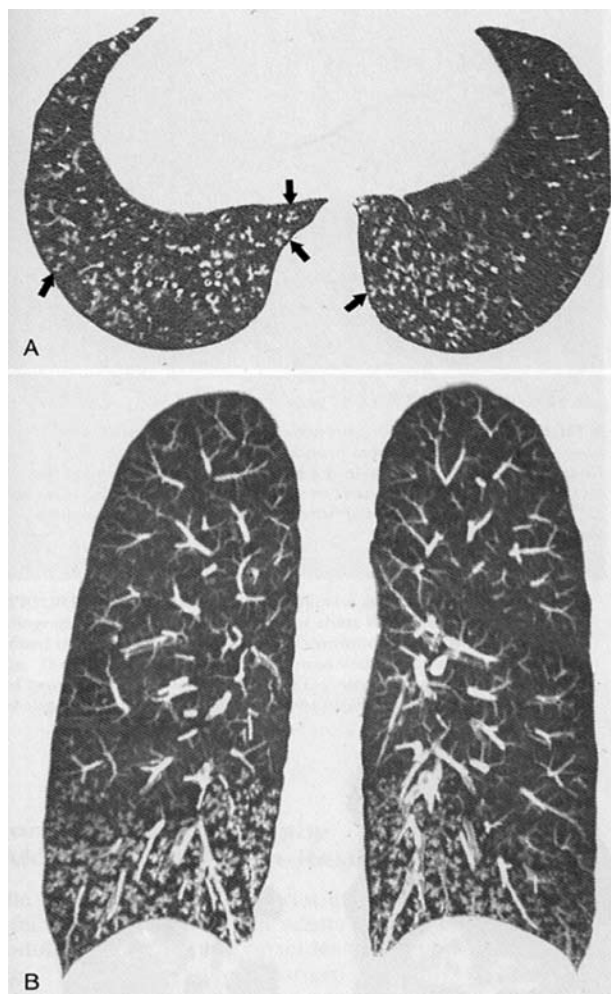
Tree-in-bud pattern in infectious bronchiolitis. A. High-resolution CT. B. Coronal maximum-intensity projection image.
